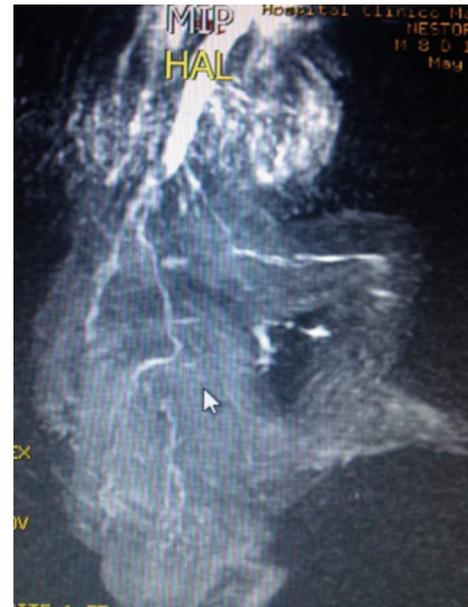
Tomografía abdominopélvica con reconstrucción vascular. Se identifica el origen y el trayecto del pedículo vascular, a partir de la arteria iliaca común derecha (flecha), la cual entra a la parte central de la masa.
